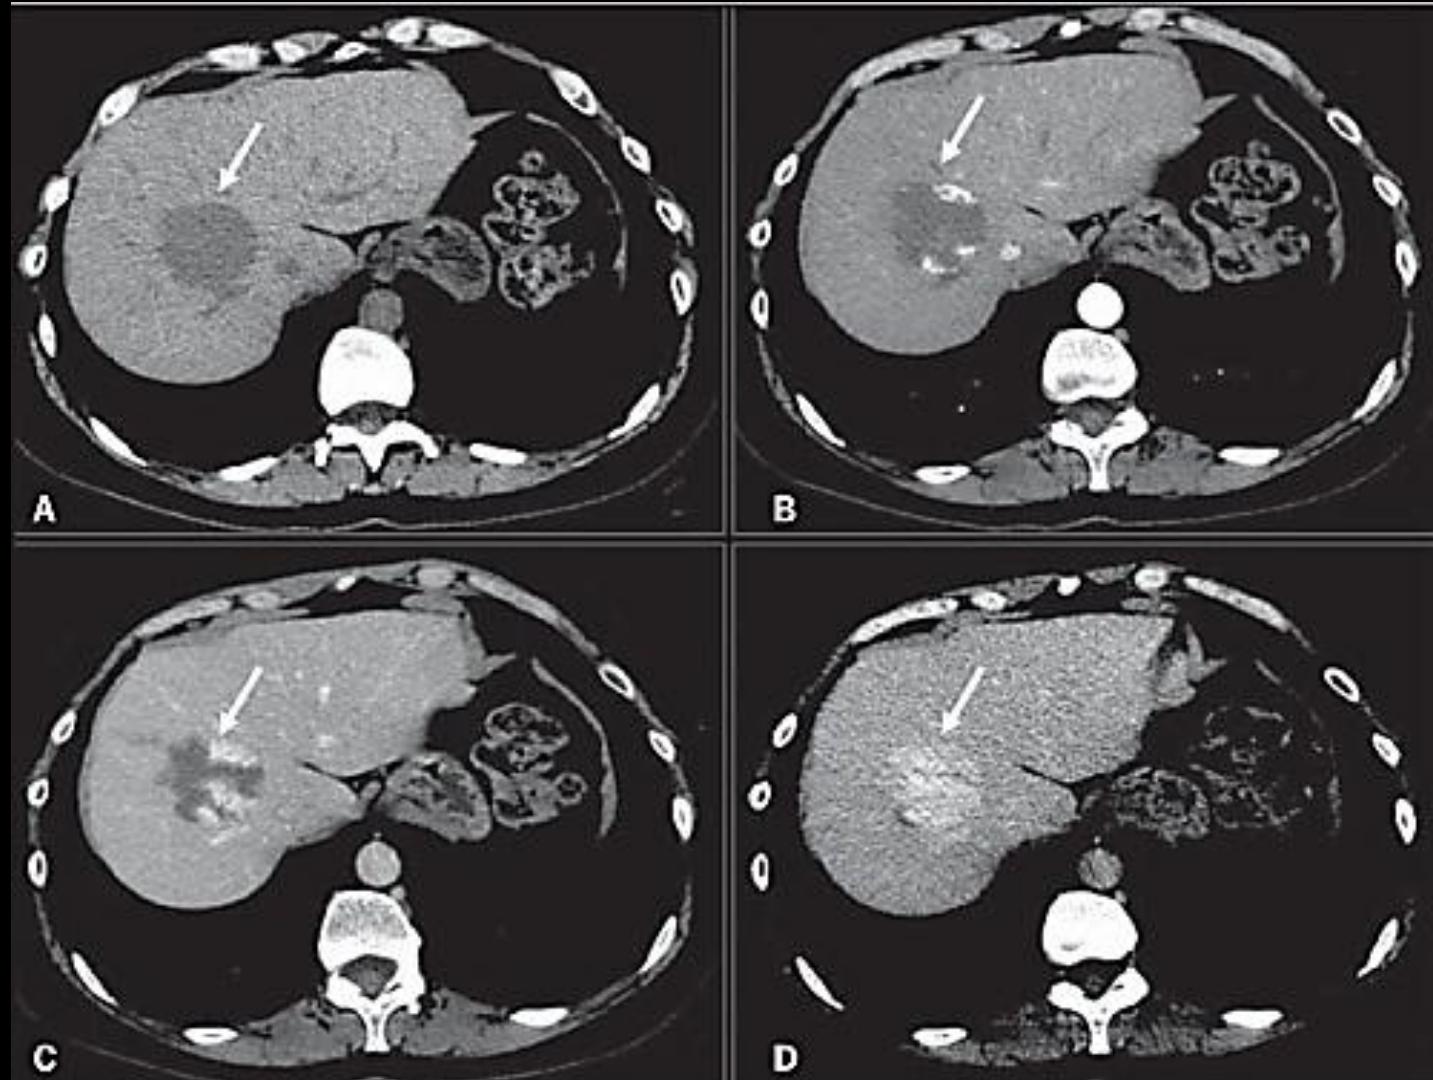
Typical hepatic hemangioma at CT. Precontrast phase (A), arterial phase (B), portal-venous phase (C) and equilibrium phase (D). Note the peripheral, globular uptake with centripetal distribution.
